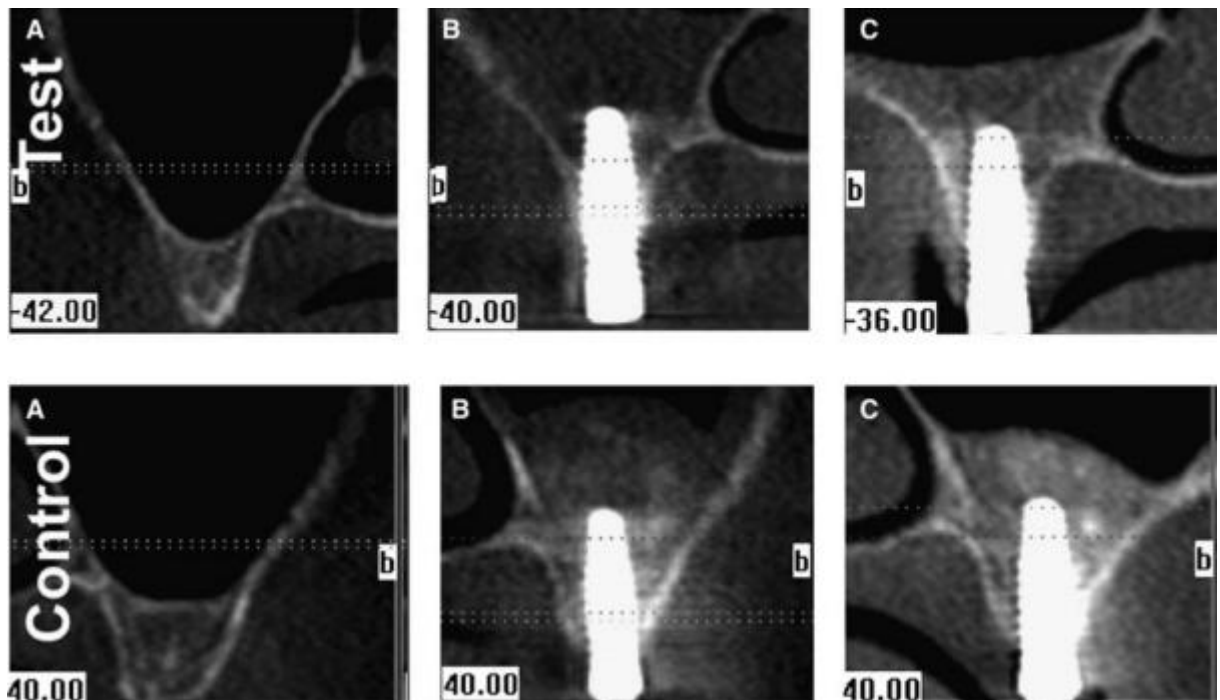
a) Tomografia inicial b) Tomografia após 14 dias c) Tomografia após 6 meses
